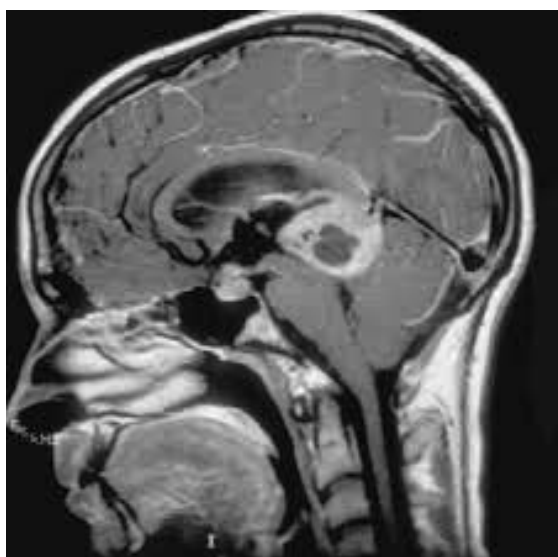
Герминативно-клеточная опухоль, с неравномерным накоплением контрастного вещества, характеризующаяся метастазированием из пинезальной области в sellarную МРТ, постконтрастные T1-W.
